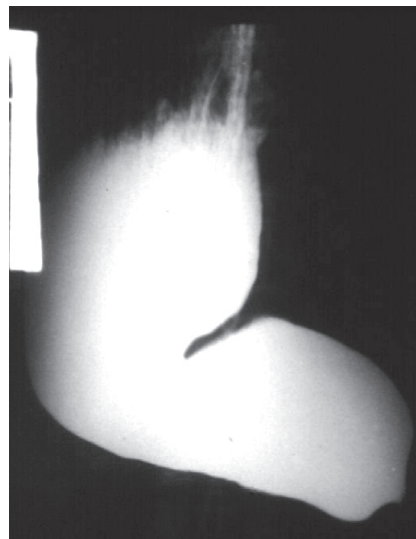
Radiografia contrastada demonstrando megaesôfago grau IV
